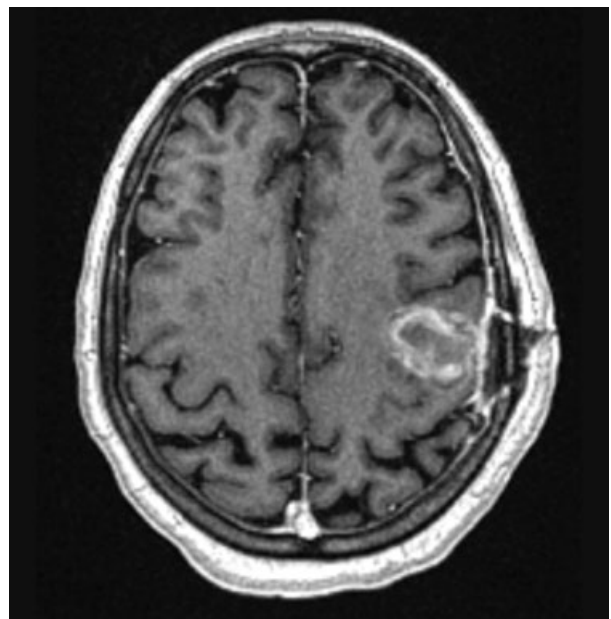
МРТ головного мозга пациента М., 60 лет, через 3 месяца после курса лучевой терапии
